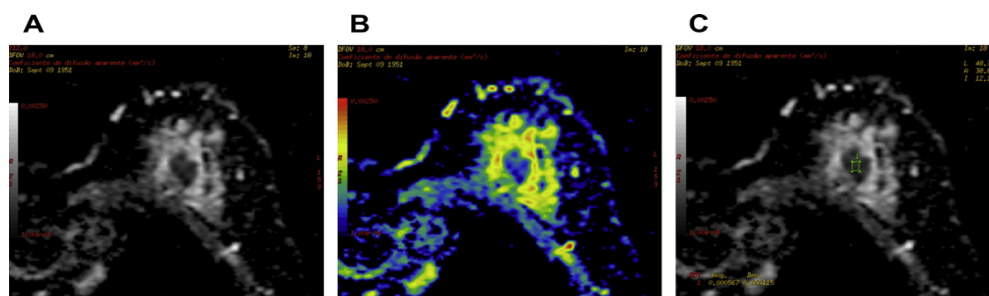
Nódulo lobulado na mama direita com alto sinal na sequência DWI (C) e na sequência com mapa ADC (D) apresentou baixo sinal demonstrando restrição da mobilidade das moléculas de água na lesão.
